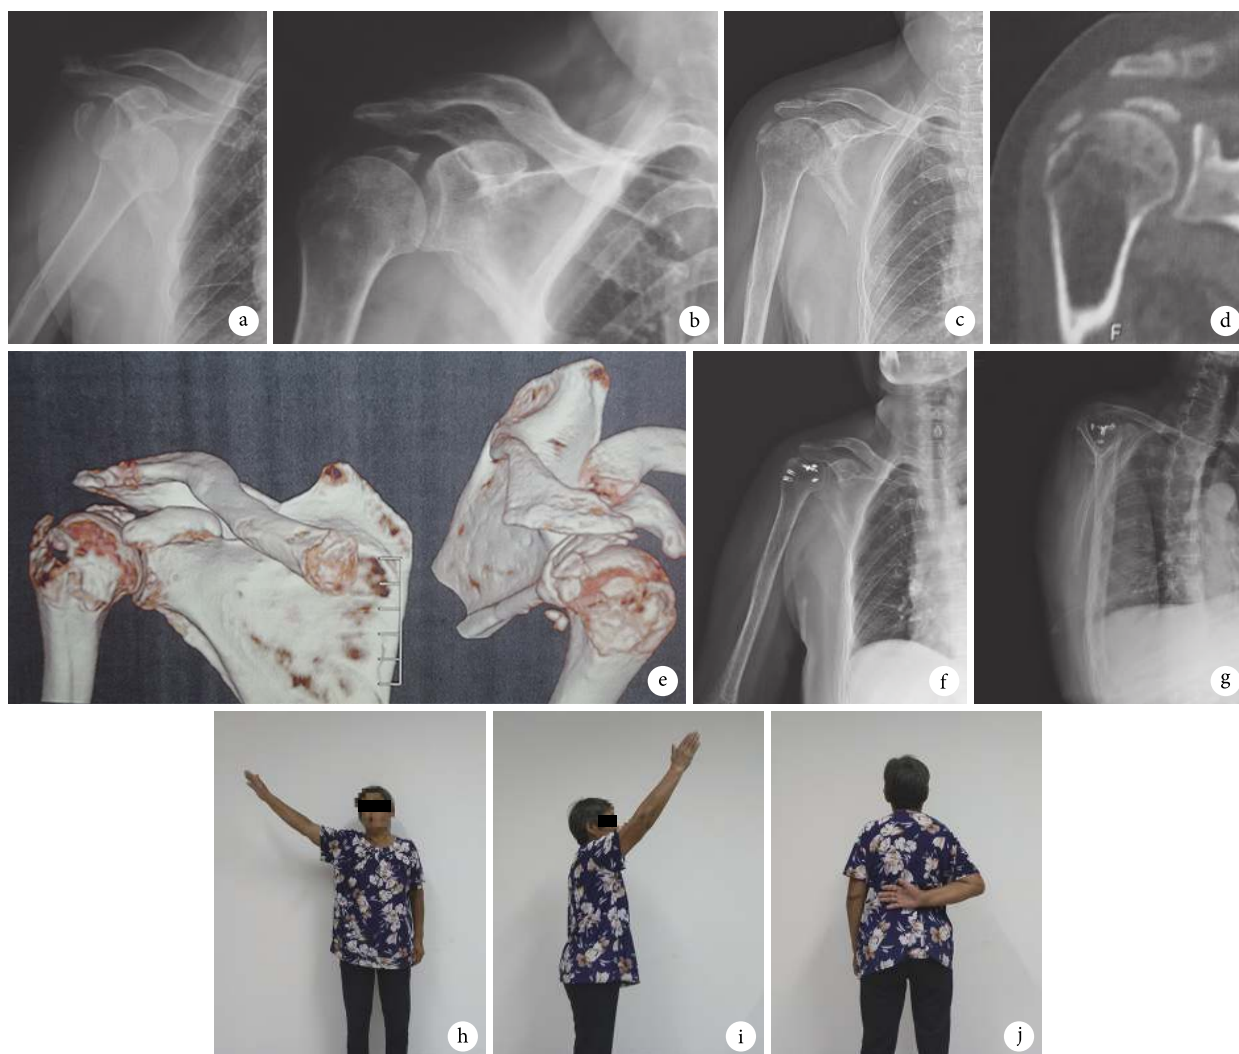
患者，女，66岁，交通事故伤致右侧盂肱关节前脱位、肱骨大结节骨折，闭合复位3个月后，右肩关节仍疼痛、活动受限，行手术治疗 a. 闭合复位前 X 线片；b. 闭合复位后【即刻?】X 线片；c~e. 术前(闭合复位后 3 个月)X 线片及 CT；f, g. 开放复位内固定术后 3 个月 X 线片；h~j. 术后 9 个月肩关节功能
